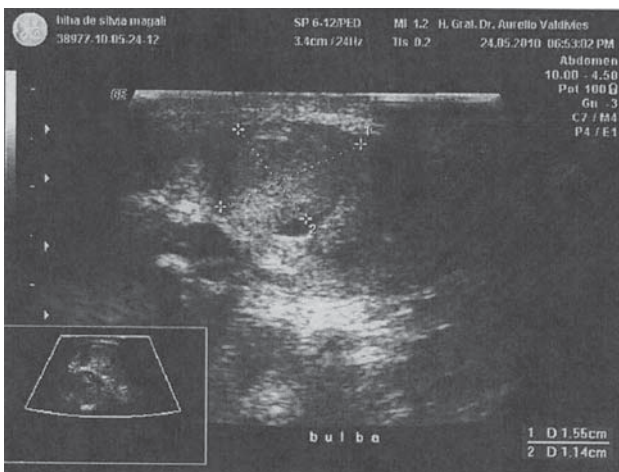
Ultrasonido reportado como quiste sebáceo.
